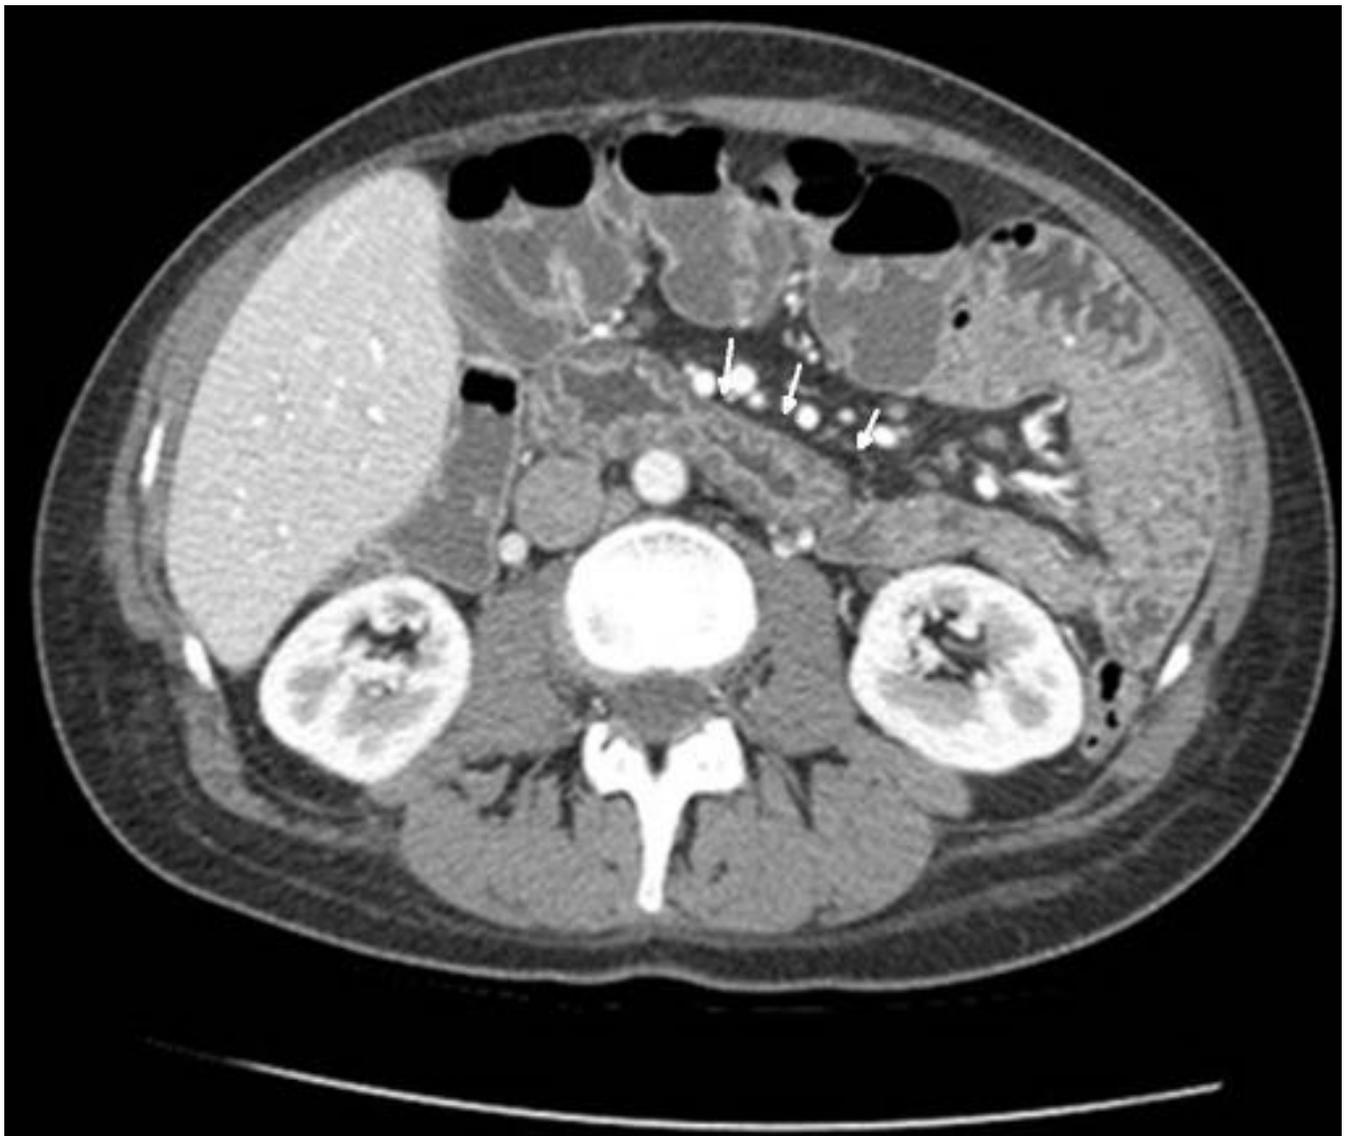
TC mostrando leve realce de las paredes del duodeno (flechas) y yeyuno con engrosamiento de la pared en un paciente con linfangiectasia intestinal.
